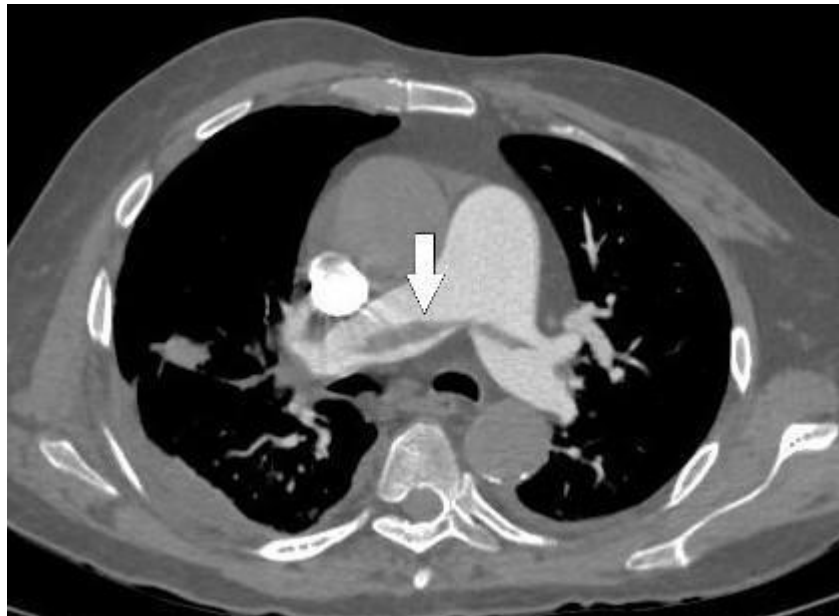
Angiotomografia de tórax. Defeito de enchimento "em sela" acometendo os ramos principais da artéria pulmonar (seta), relacionado a tromboembolismo pulmonar agudo.
